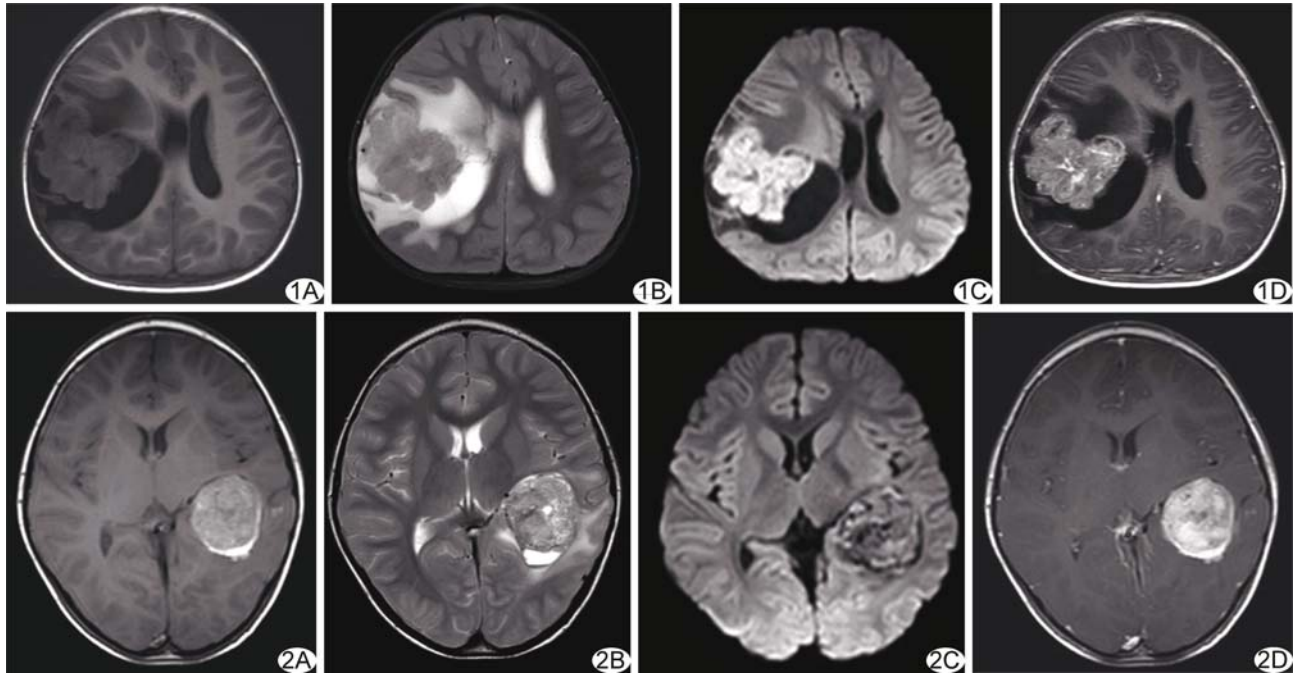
患儿男,3 岁 4 个月,间变性室管膜瘤 A. T1WI 示右侧顶叶囊实性占位性病变,呈不均匀等低信号; B. T2WI 示病灶呈不均匀等稍高信号,周围见大片水肿; C. DWI 示肿瘤实性部分扩散受限呈明显高信号,最小 ADC 值为 $0.812 \times 10^{-3} \text{ mm}^2/\text{s}$; D. 增强扫描示病灶呈不均匀强化
